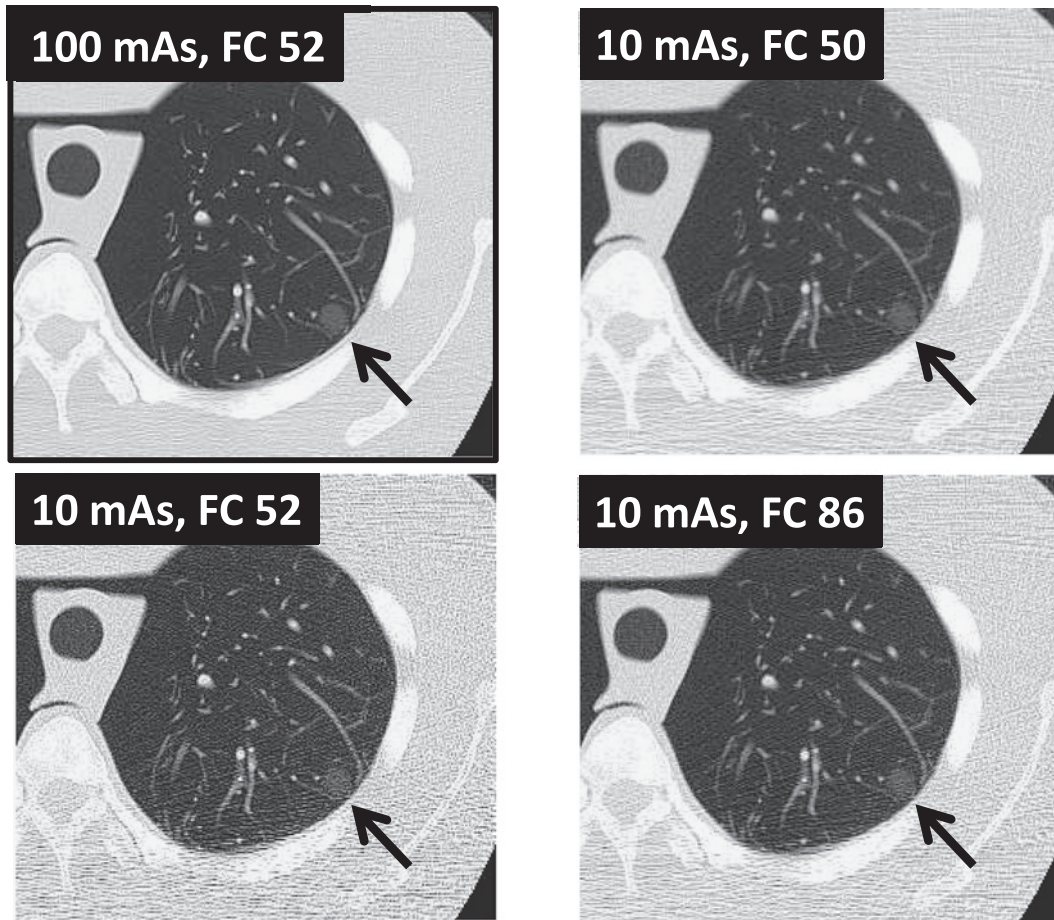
Comparison of normal dose lung phantom CT image and low dose lung phantom CT image using FC50, FC52, and FC86 reconstruction filters.
